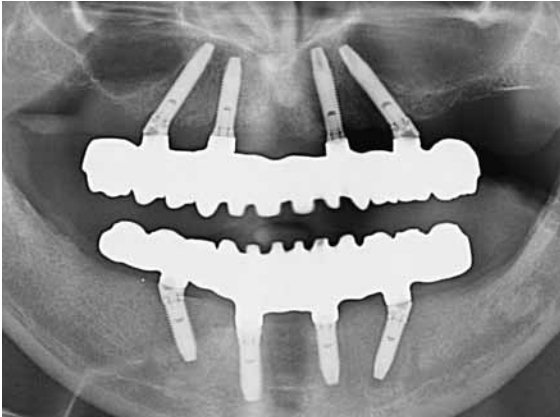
Kontrollröntgenaufnahme der Gerüste.
